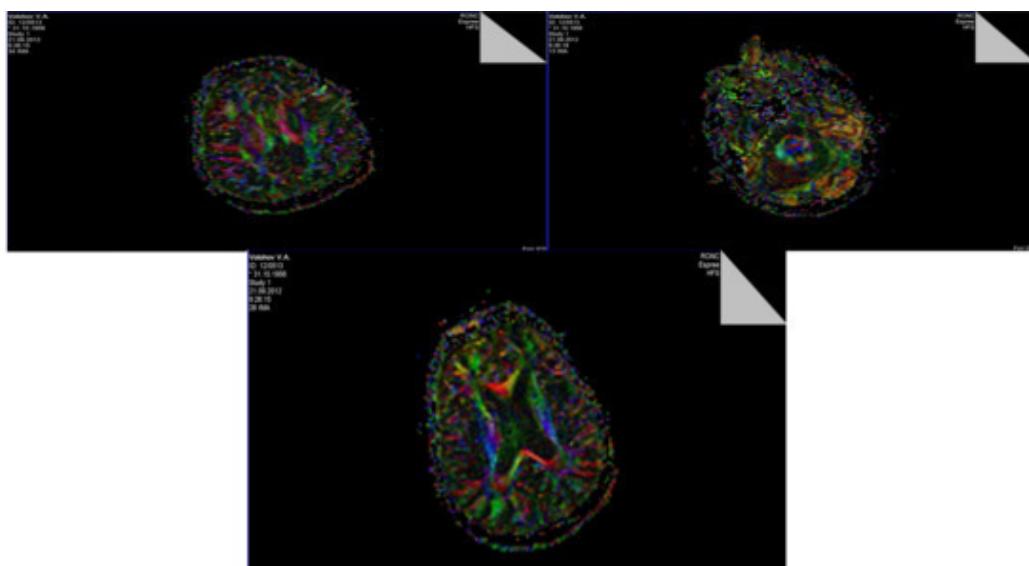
МРТ-трактография проводящих путей головного мозга пациента В.
